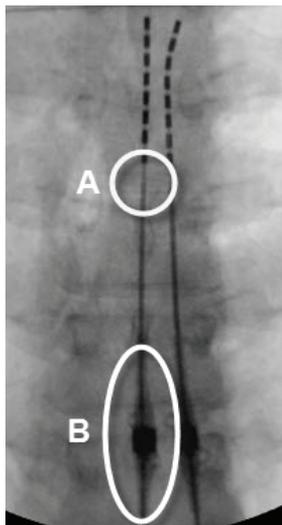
Sonde Avista MRI avec ancrage Clik X MRI. Le cercle A indique la région de radiotransparence proximale au niveau du contact 8 (contact le plus caudal). Le cercle B indique l'ancrage Clik X MRI radio-opaque.
